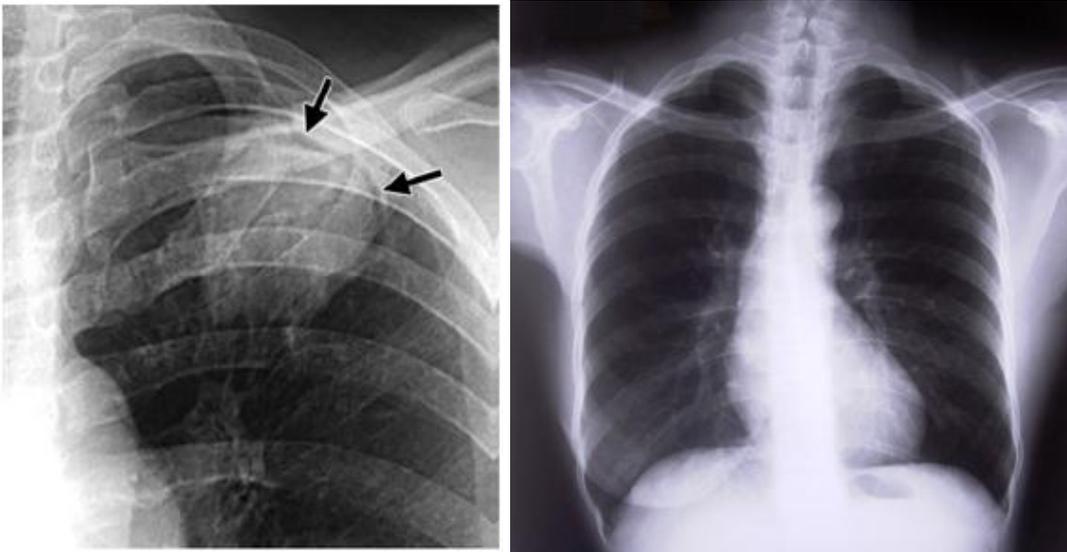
Radiografías de tórax: A. Atrapamiento de aire, indicado flechas. B. Horizontalización de arcos costales. Tomado de <http://tratamientointegraleboc.blogspot.mx/>
